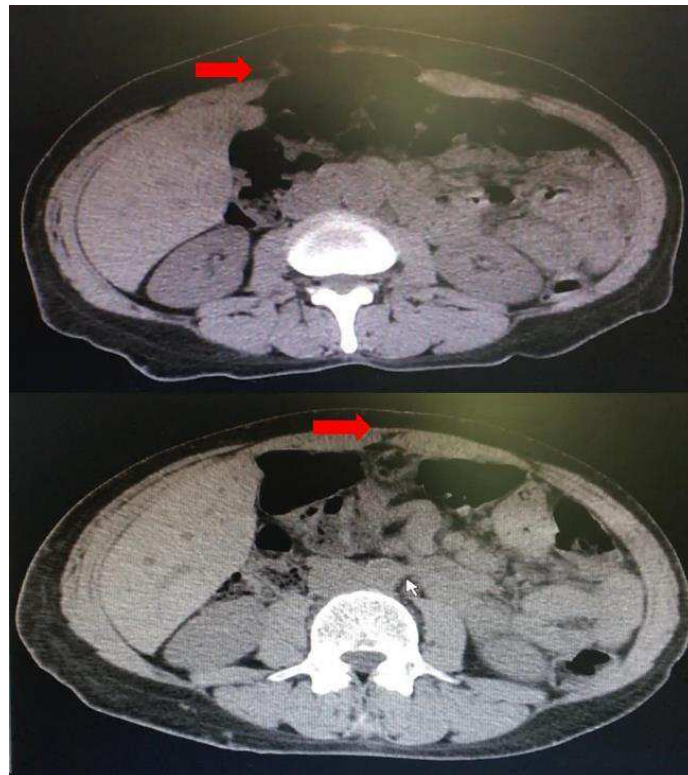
Superior: preoperative CT with ventral hernia (red arrow). Inferior: seven months postoperative CT with integrated autologous mesh (red arrow).
